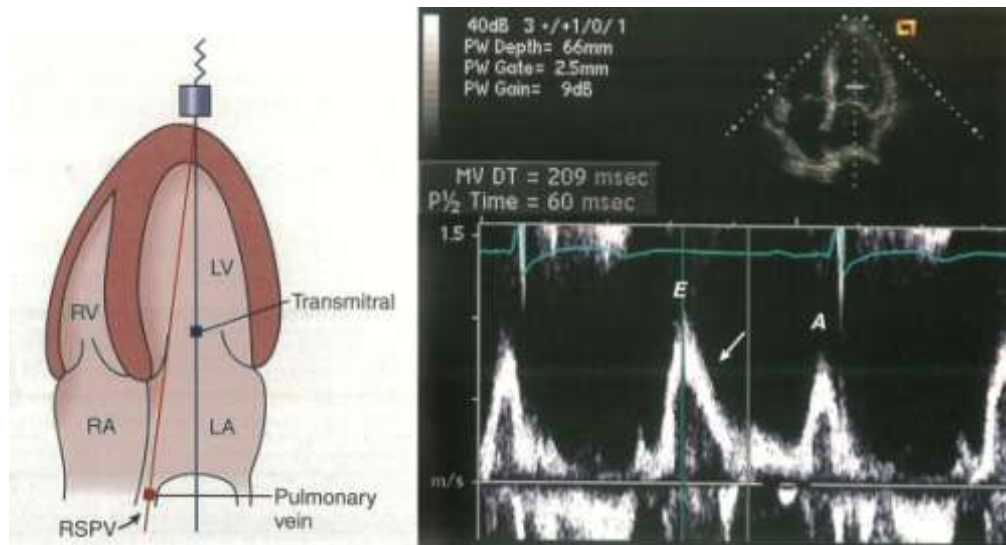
Ilustração da posição do transdutor e direção do fluxo na avaliação do fluxo transmitral (à direita), e exemplificação do fluxo transmitral ao ecocardiograma pelo corte apical 4C com demonstração das ondas E e A.
